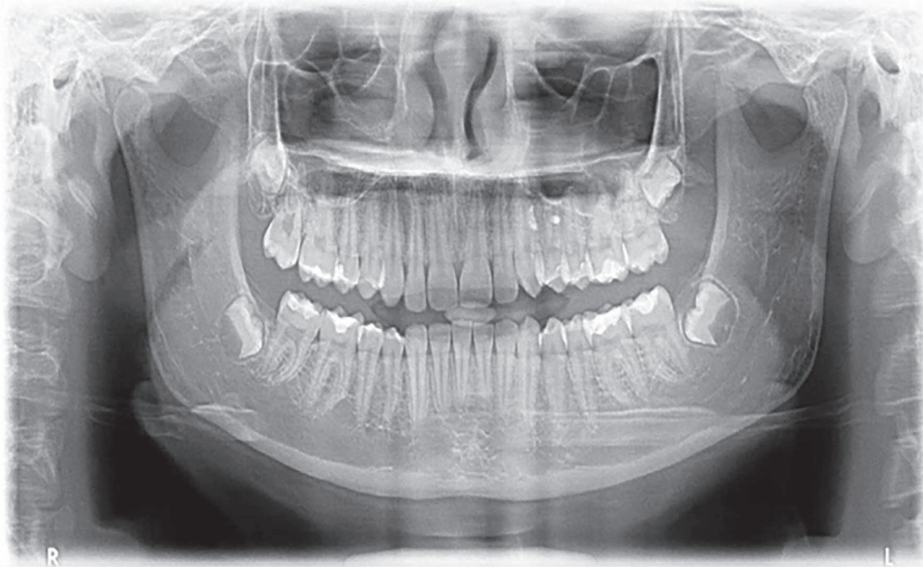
Orthopantomogram, orthodontic patient, X, 13 years old.
